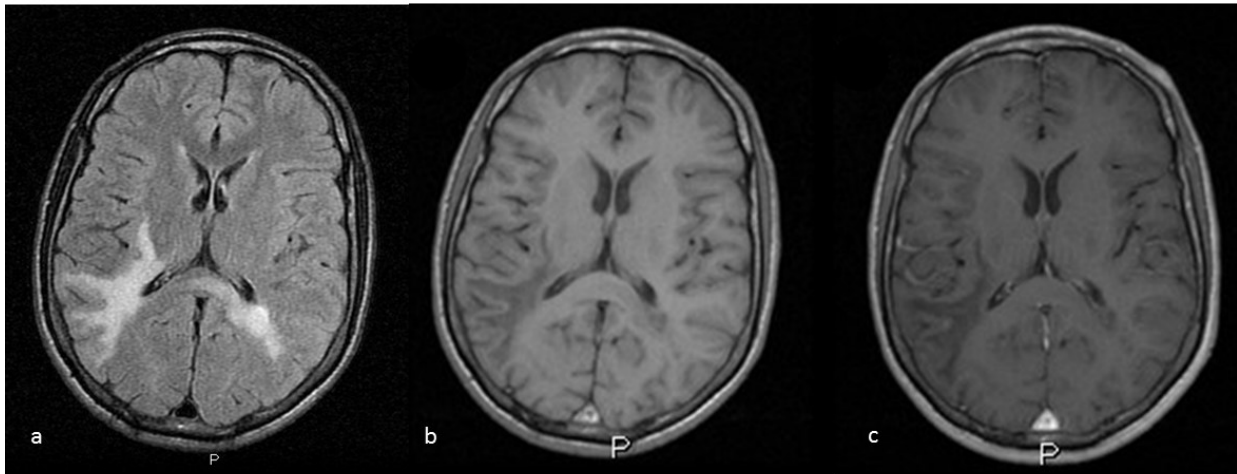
Leucoencefalopatía multifocal progresiva (LMP). Paciente VIH de 26 años con hemiparesia izquierda y LCR con PCR positiva para virus JC. Imágenes axial FLAIR (a), SE T1 (b) y SE T1 con contraste (c). Lesiones de sustancia blanca periventricular, de las fibras en U subcorticales y del cuerpo calloso, asimétricas, sin realce tras la administración de contraste. Córtex respetado.
